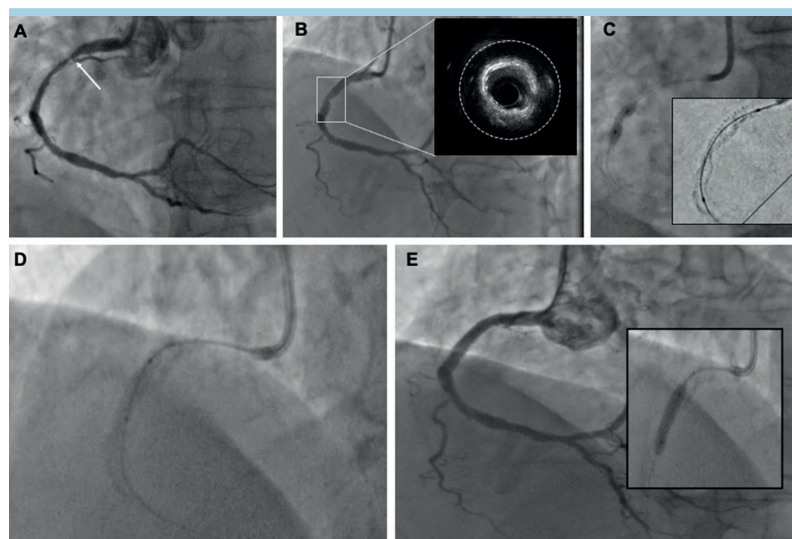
(A) Angiografia della coronaria destra dopo dilatazione con pallone semicompiante; sede dell'occlusione trombotica acuta (freccia bianca). (B) Valutazione angiografica e mediante ecografia intravascolare di stent ipoespanso. (C) Dilatazione con pallone non compliante intra-stent ed evidenza di sottoespansione dello stent mediante Sten-tViz. (D) Erogazioni con pallone da litotrixis intravascolare. (E) Dilatazione con pallone non compliante intrastent post-litotrixis intravascolare e angiografia finale.
